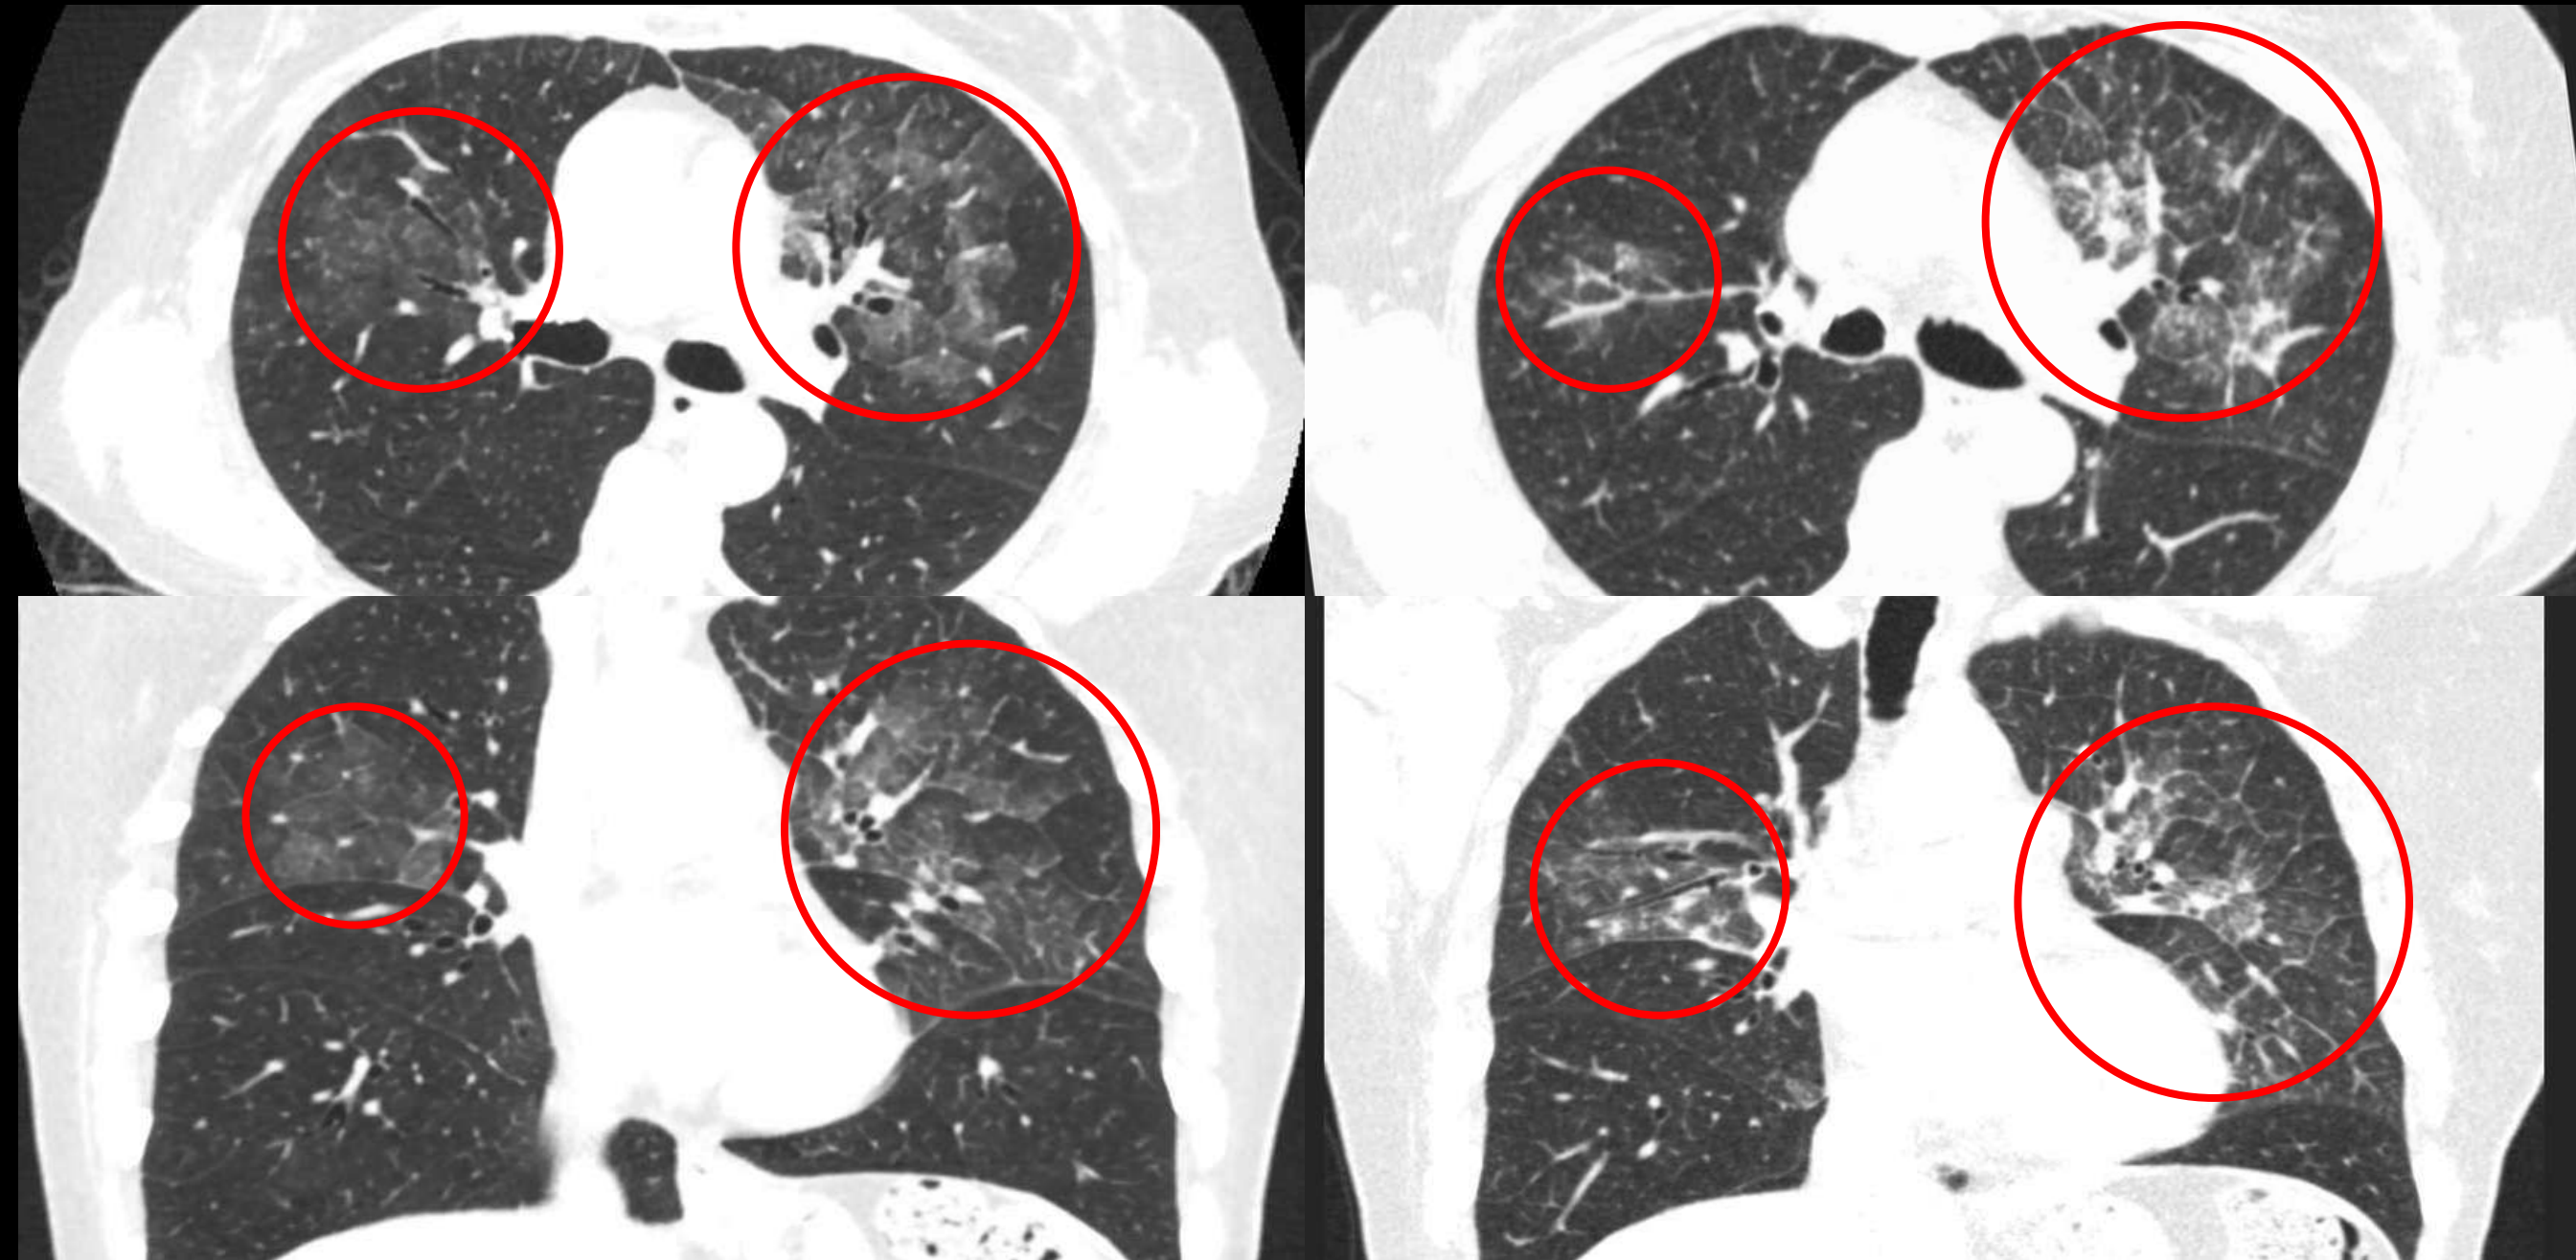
Hallazgos en TC de neumonía lipoidea (LP). Mismo paciente, cortes axiales y coronales del estudio inicial y del control evolutivo realizado meses después.
